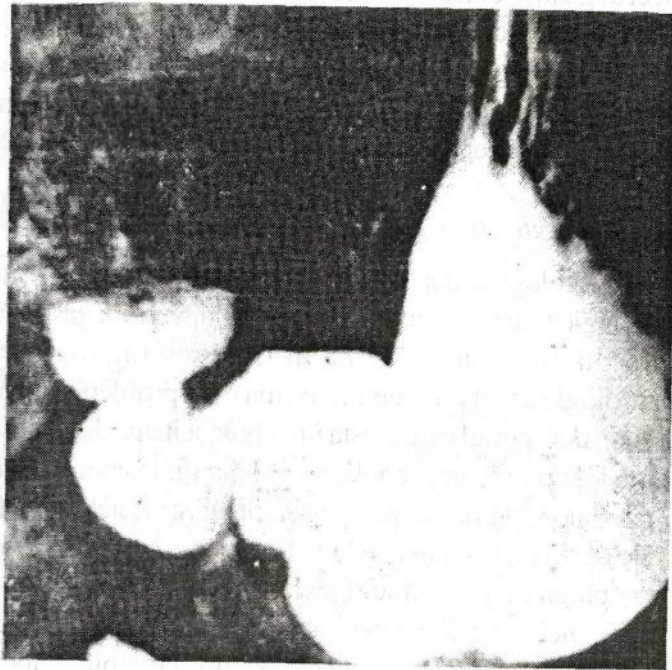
Radiografia stomacului în replețiune și ortostatism evidențiază o rigiditate segmentară a micii curburii gastrice orizontale.
